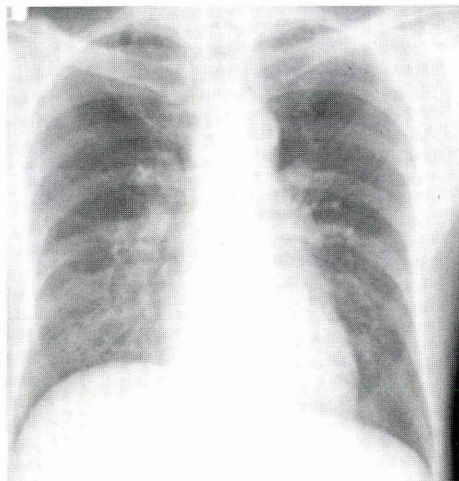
入院時胸部X線：両下肺野に間質性陰影を認める。
